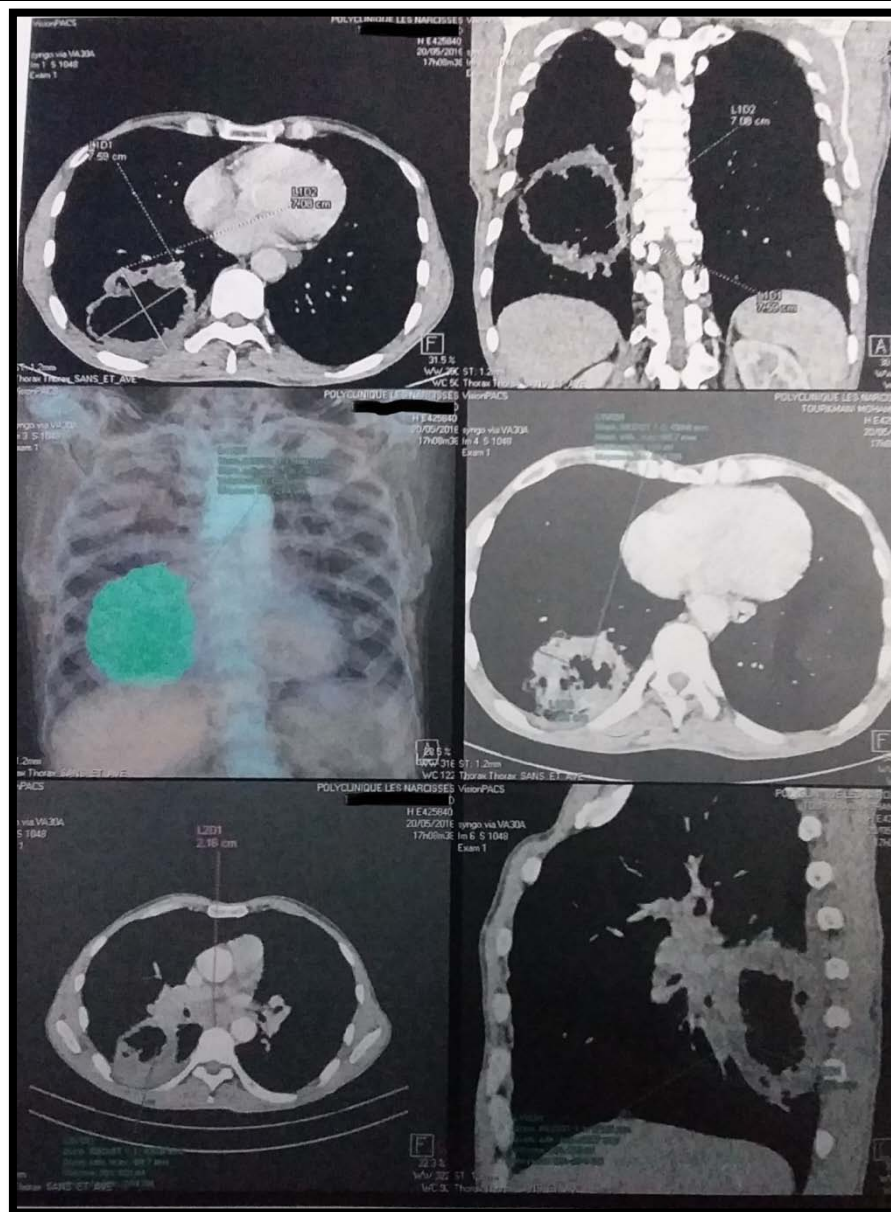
une TDM thoracique objectivant une opacité excavée du fowler droit suspecte avec adénopathie sous carénaire nécrosée.
